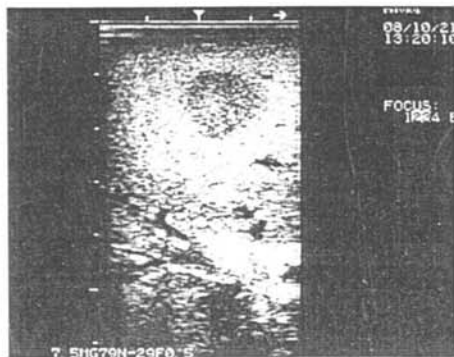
Ecografía hepática. Obsérvese metástasis de adenocarcinoma de colon.
